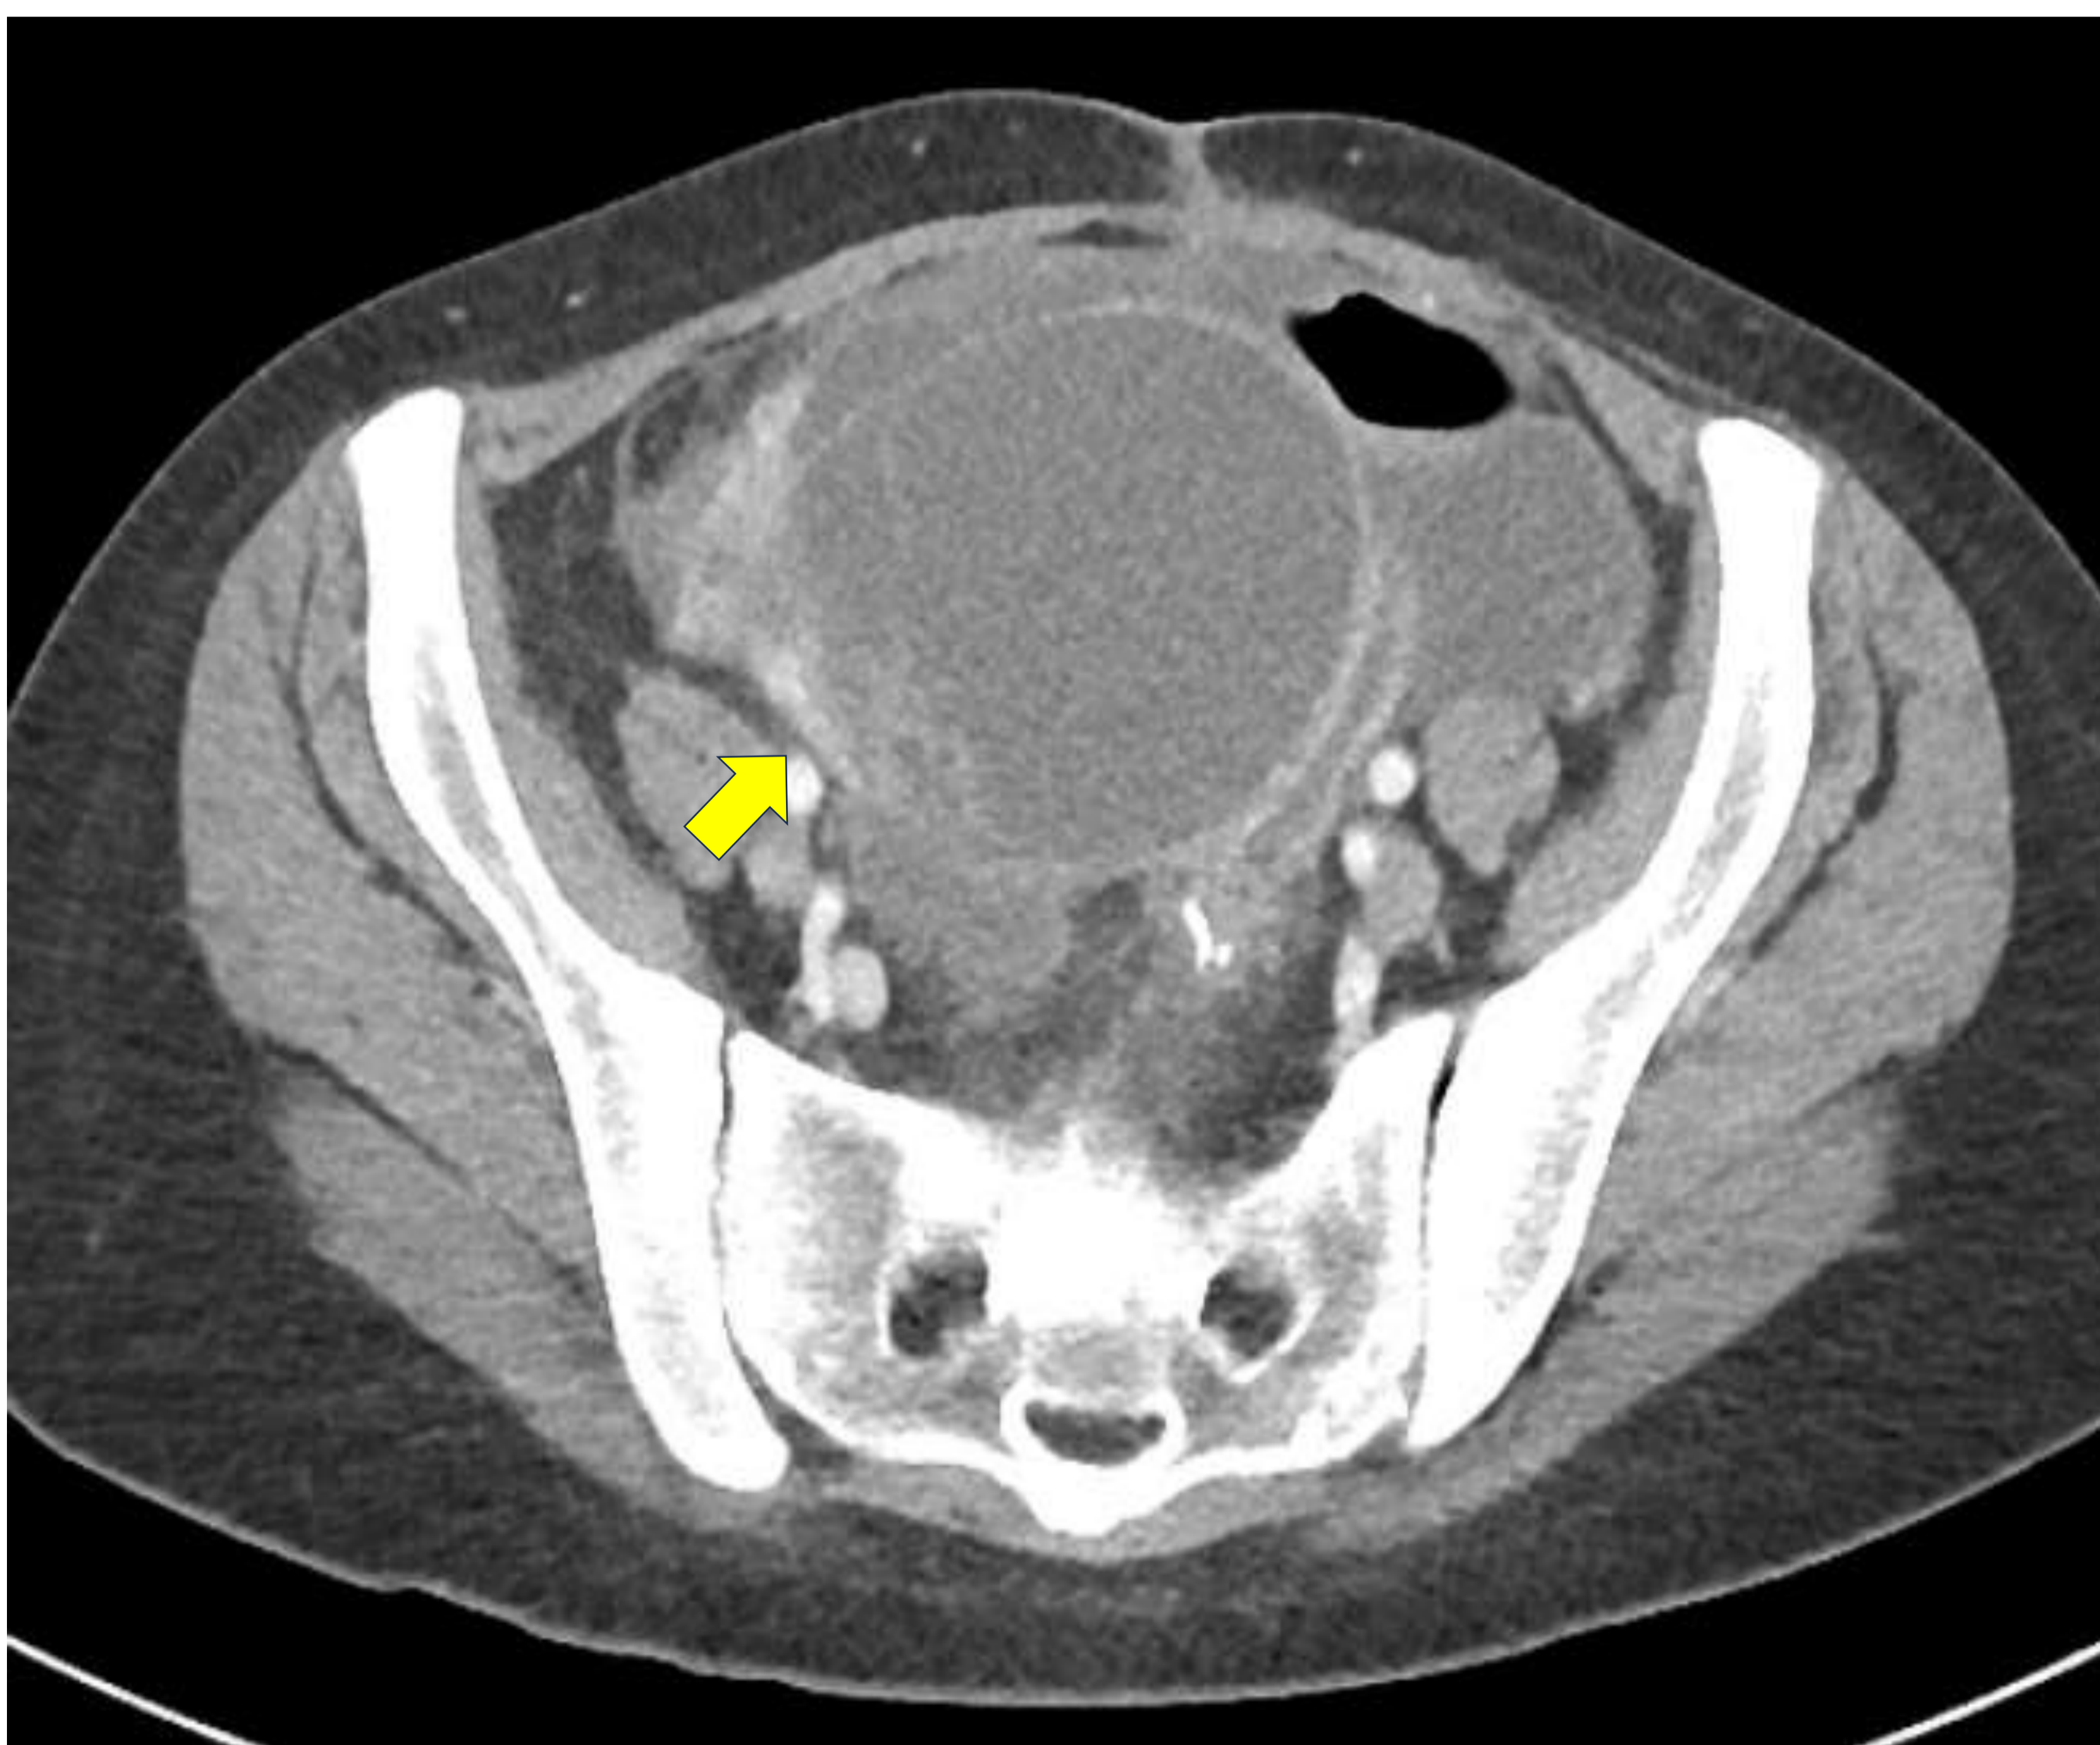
TC abdominopélvico con contraste, corte axial (A) con reconstrucción coronal (B). Masa quística de pared fina y con septos en su interior en paciente con antecedentes recientes de enfermedad inflamatoria pélvica (*flechas*), en relación con quiste de inclusión peritoneal, confirmado mediante estudio anatomopatológico.
